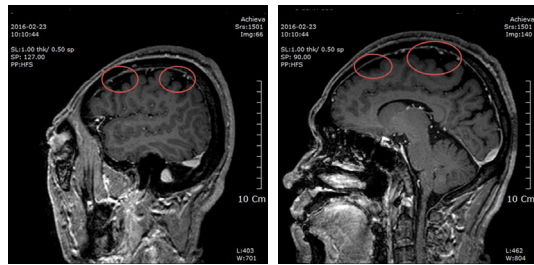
Brain MRI T1 sagittal view.
